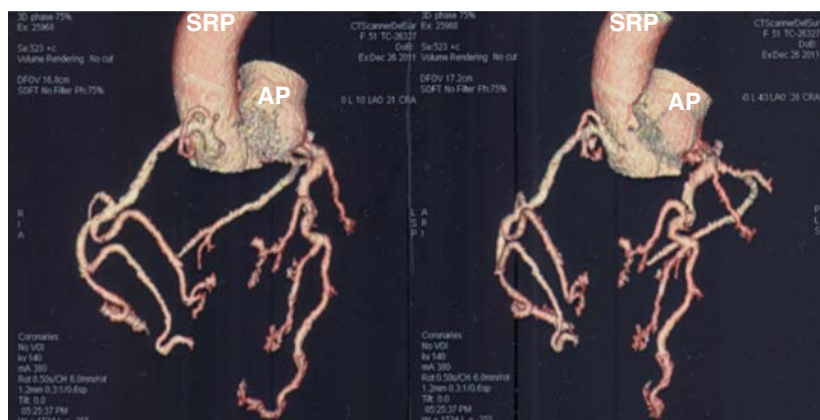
Conexión anómala con origen en tronco de la pulmonar por angiotomografía.
